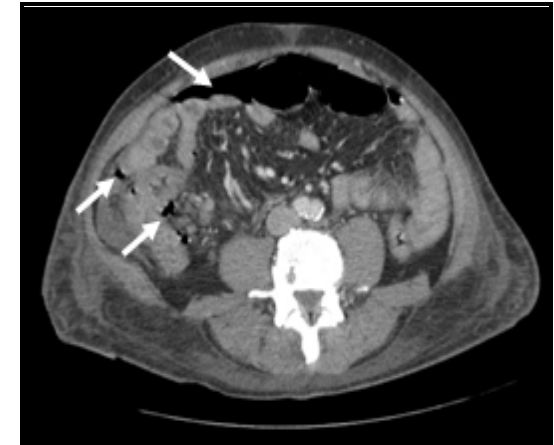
Pneumoperitoneum, Abdominal CT Scan
